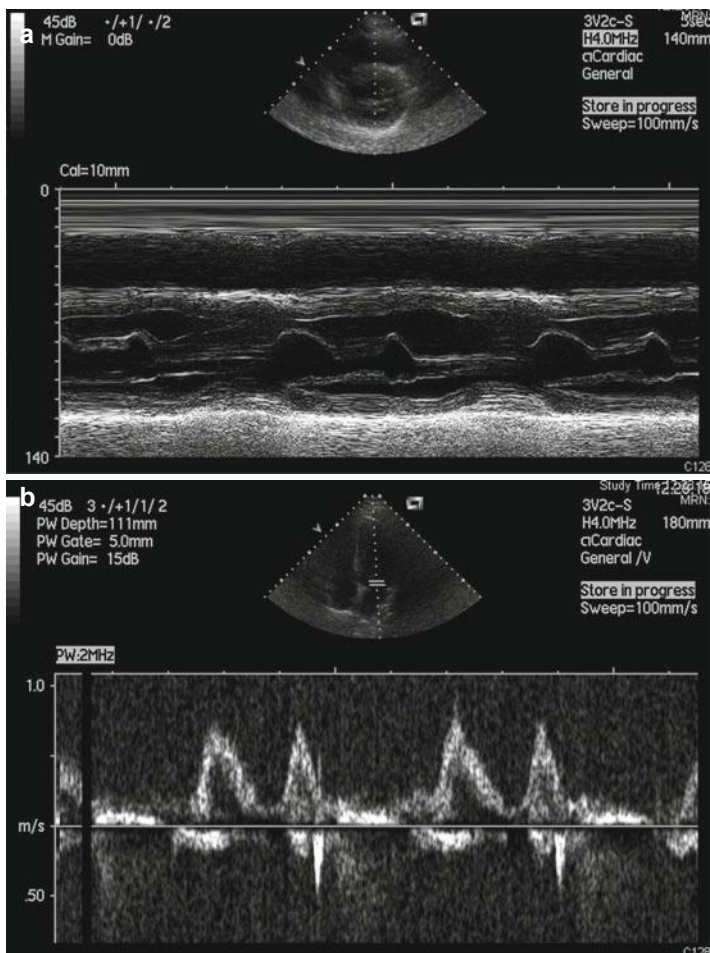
Echocardiogram with Doppler ultrasound at first visit: concentric LV remodeling with normal chamber dimension (a), impaired LV relaxation (b) at conventional Doppler evaluation and normal ejection fraction. Normal dimensions of aortic root and left atrium. Right ventricle with normal dimension and function. Pericardium without relevant abnormalities. Mitral (+) regurgitation at Doppler ultrasound examination
